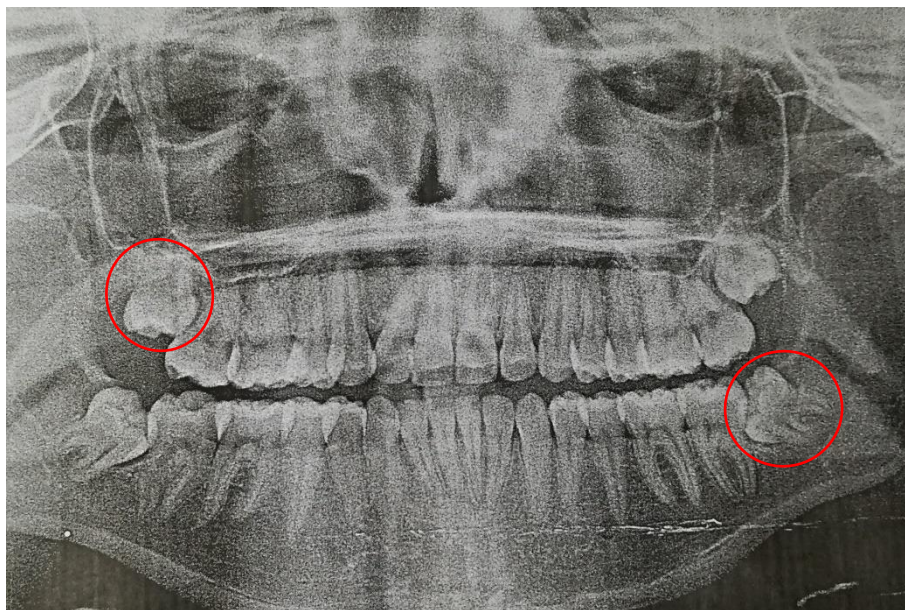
Radiografia panorâmica realizada anteriormente à extração do dente 75.
